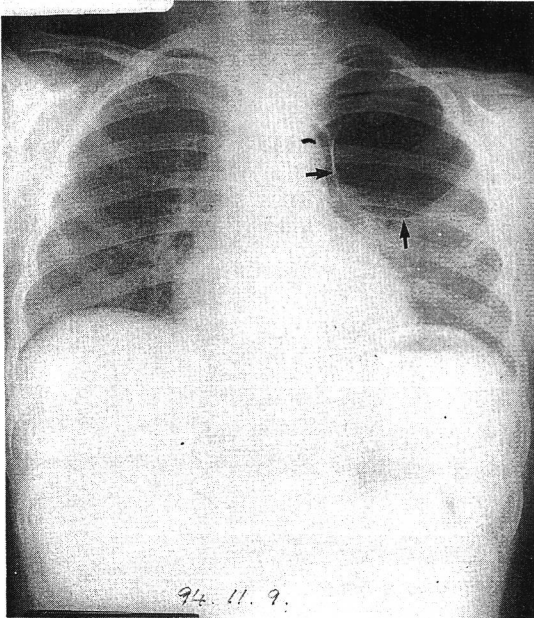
Pneumatocele on left upper lobe of lung in chest radiography.
